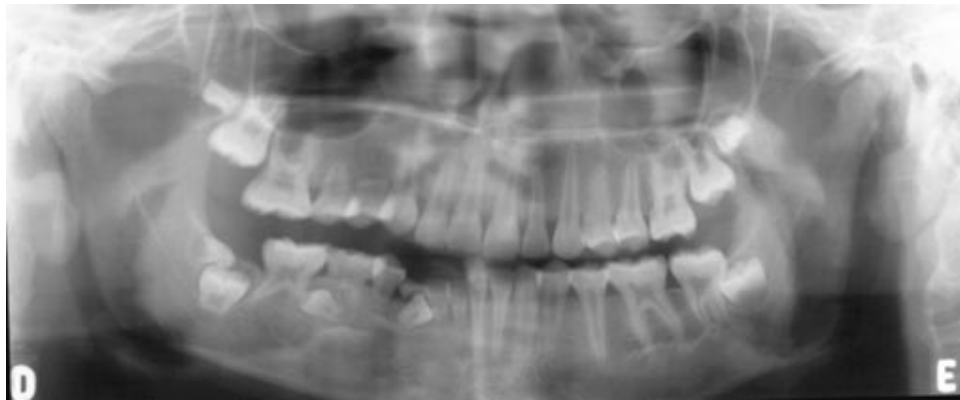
Ortopantomografía de paciente con atrofia hemifacial progresiva, nótese la hipoplasia en la dentición permanente del lado derecho.⁶⁸
